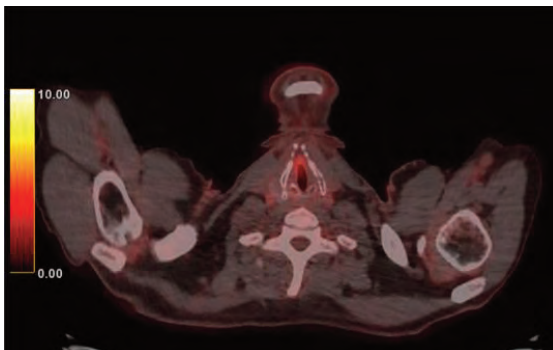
imagen de corte axial cervical de PET-TC de control donde se observa persistencia de captación laríngea. .
